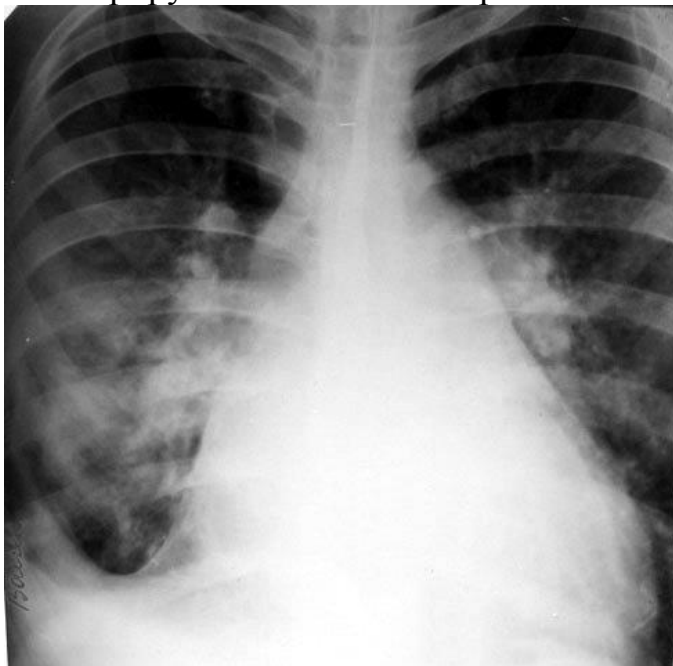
Рентгенограмма органов грудной клетки в прямой проекции. Жидкость в перикарде: сглаженность контуров сердца. Гидроторакс: затемнение правого реберно-диафрагмального и кардио-диафрагмального синусов. Полнокровие корней легких
